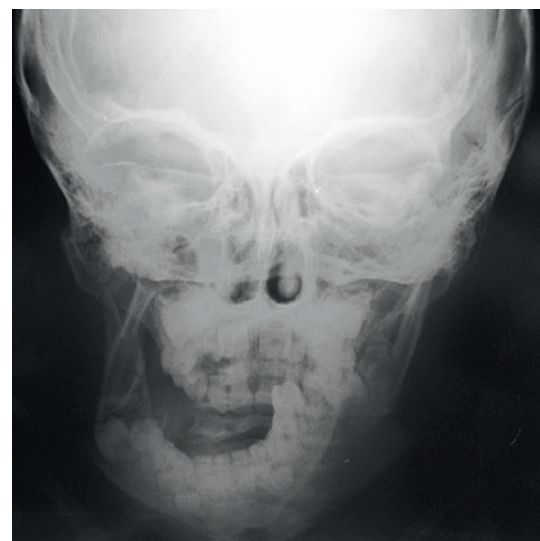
Рентгенограмма черепа в прямой проекции. Перелом нижней челюсти со значительным смещением, вывих головки нижней челюсти справа
